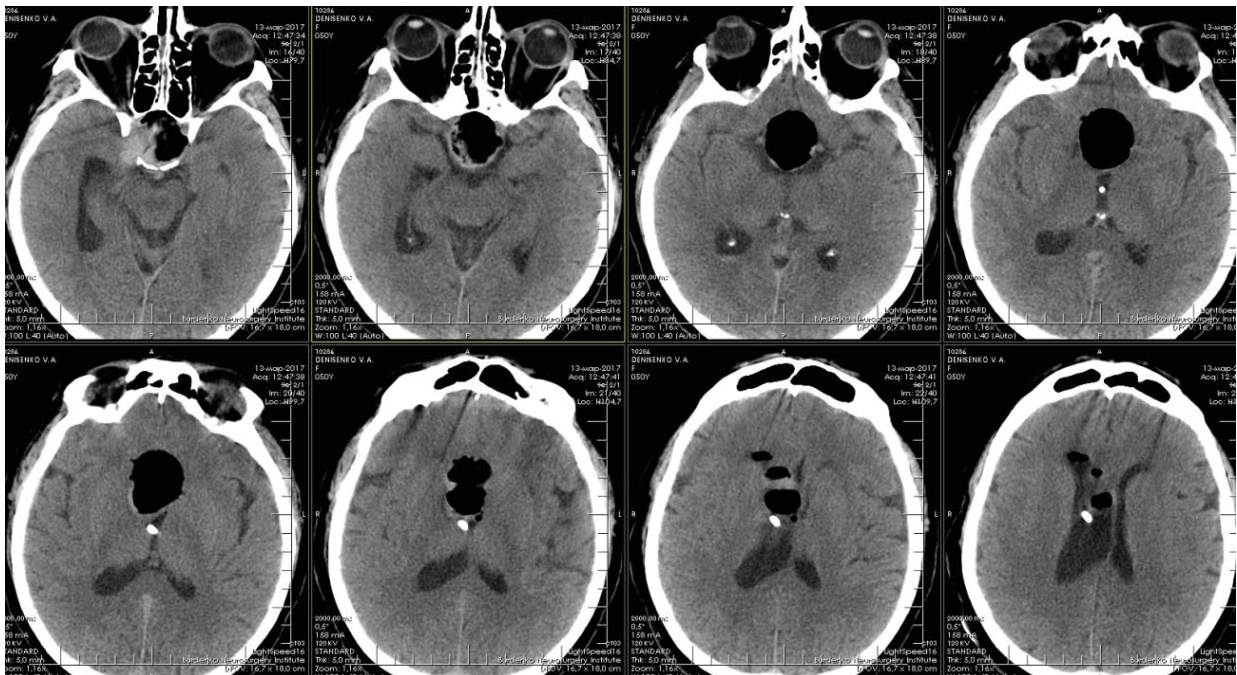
Послеоперационная КТ головного мозга. Гемorragических осложнений нет. Послеоперационная пневмоцефалия.
